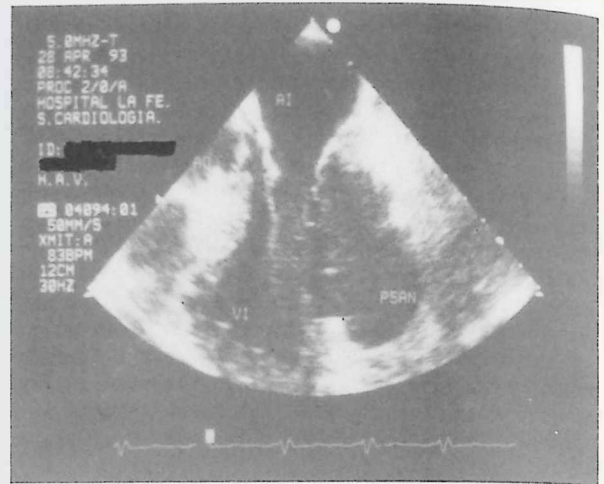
Ecocardiograma bidimensional transesofágico. La imagen corresponde a un plano longitudinal en el que se observan las dos cavidades izquierdas y la presencia de una amplia cámara posteroateral.
